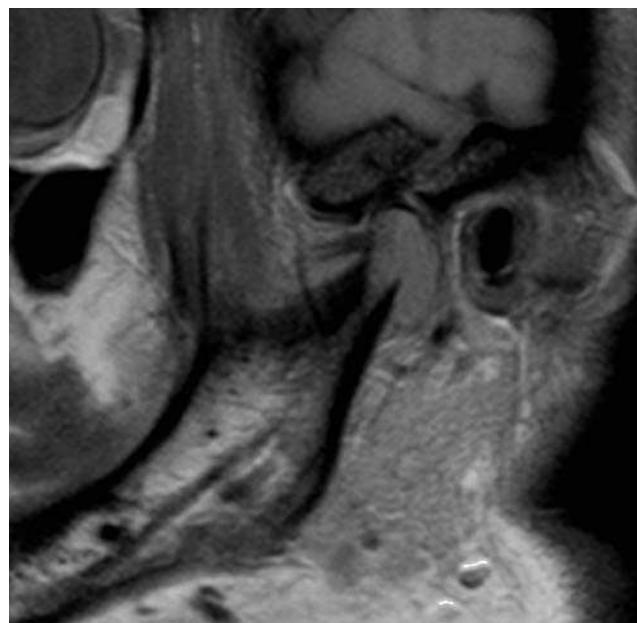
Plano sagital de una secuencia turbo spin eco ponderada en densidad protónica de la RM.
